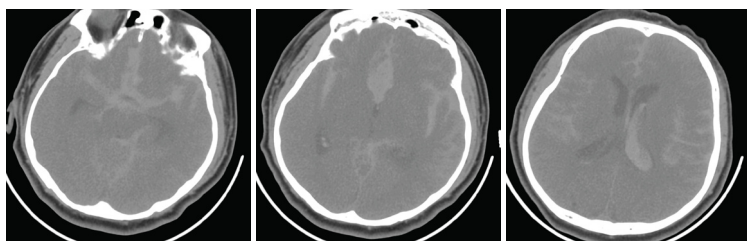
Первичный КТ-снимок головного мозга: субарахноидальное и внутримозговое кровоизлияние
